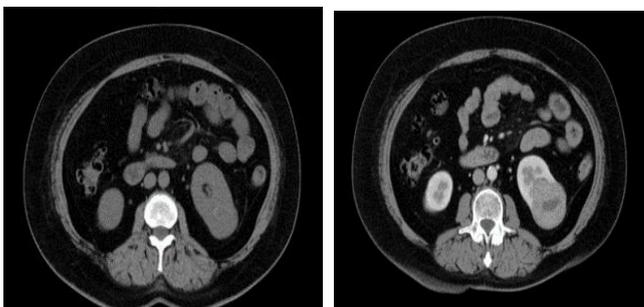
Tomografía simple y con contraste intravenoso, en el cual se observa masa sólida en riñón izquierdo
